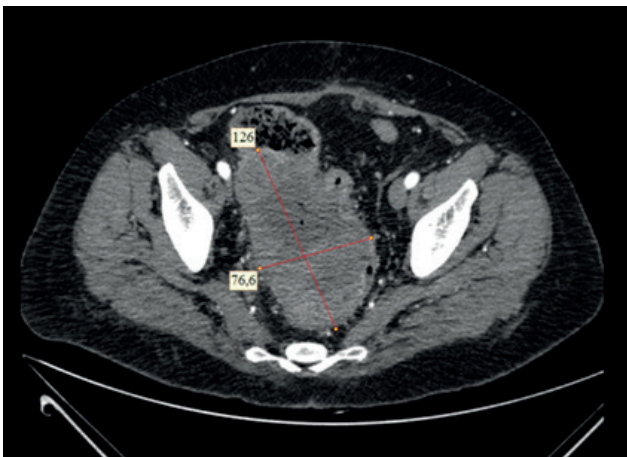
МСКТ-изображение образования сигмовидной кишки (указано метками). Небольшое количество жидкости в малом тазу.
